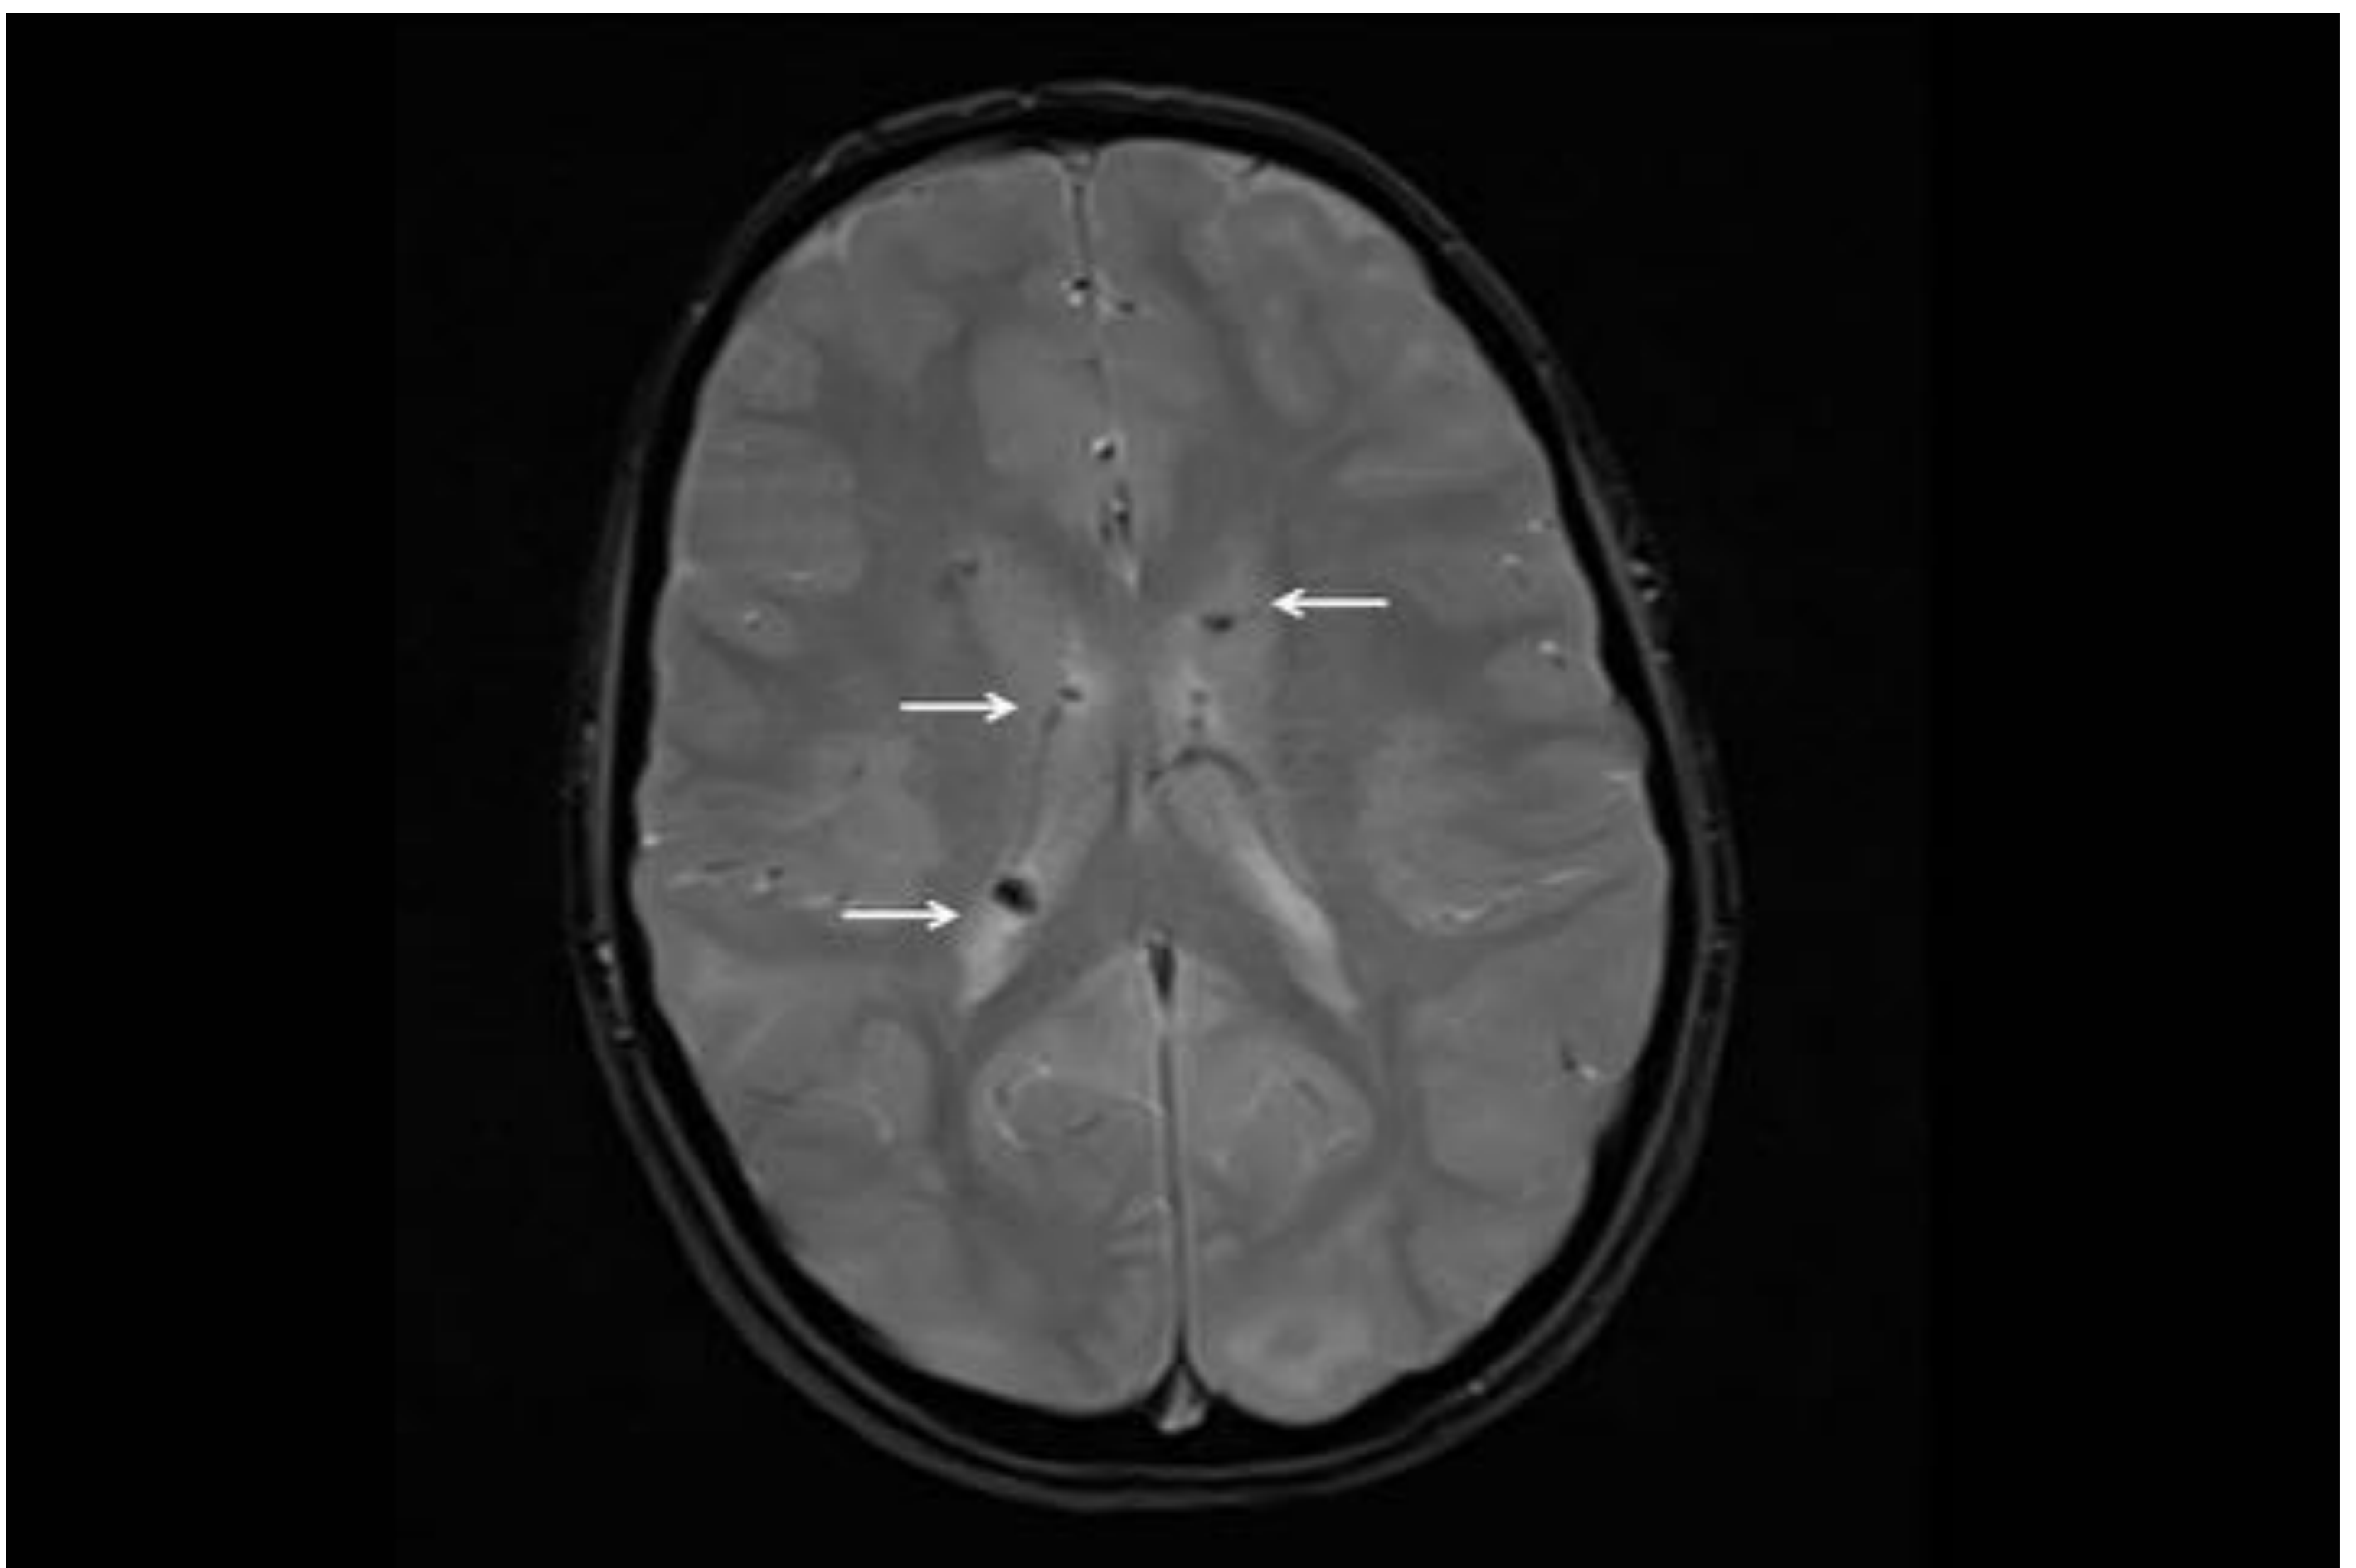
Paciente anterior. RM cerebral secuencia axial T2 eco-gradiente que muestra pequeños nódulos subependimarios (flechas) como áreas de caída de señal en ambos ventrículos laterales.
